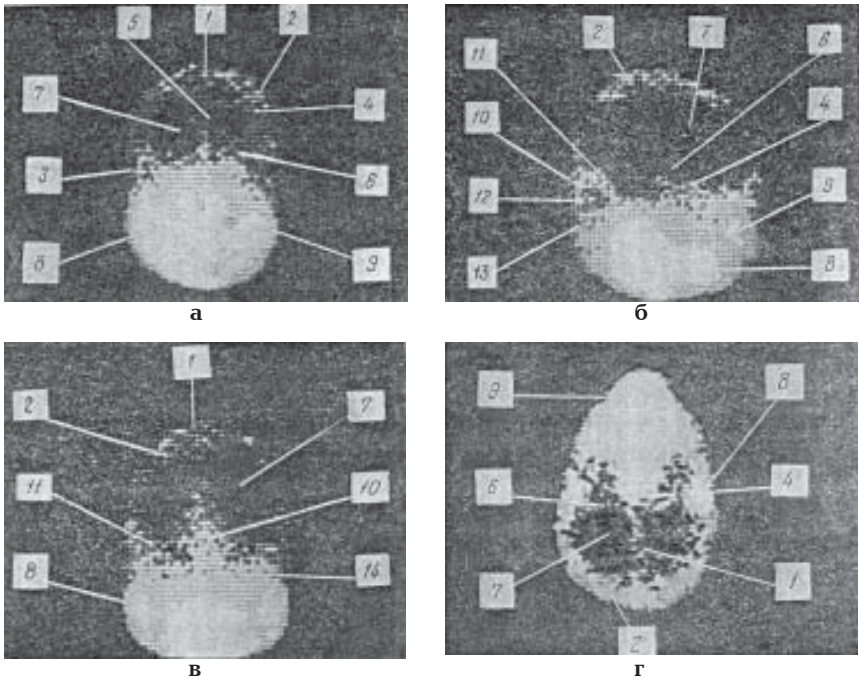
Сцинтиграма черепа в нормі при використанні методу контрастування ділянок, які відповідають значним активностям (за Арутюновым А.И. и соавт., 1974).
